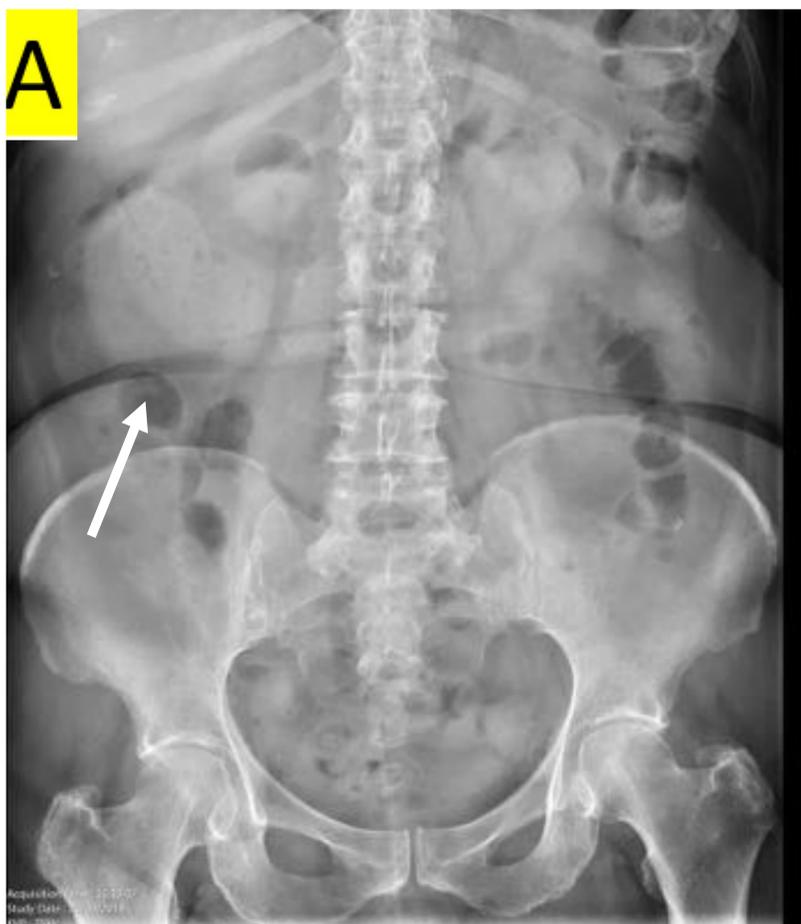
Urografía: radiografía basal (A) y en fase excretora (B). Deformidad del contorno renal inferior derecho en paciente con hematuria sugestivo de tumoración renal que deforma sistema excretor (flechas).
